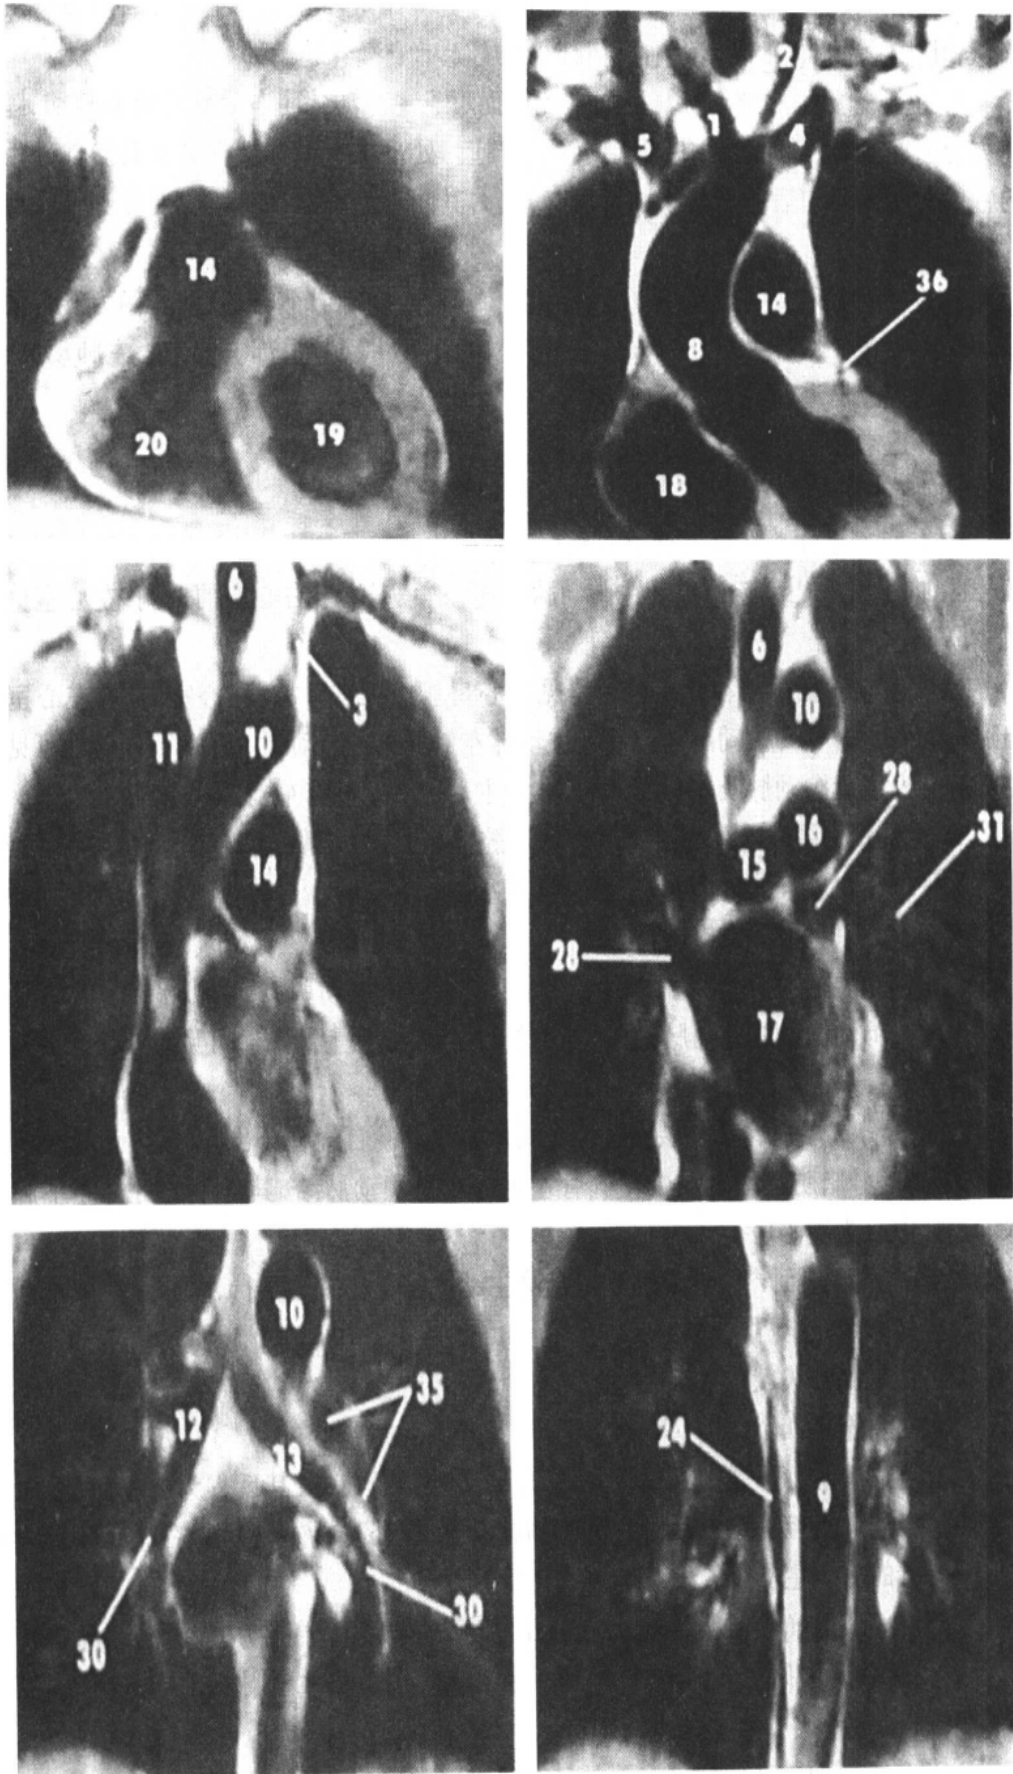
正常胸部冠状位 MRI(图注见图 3-1-31)
